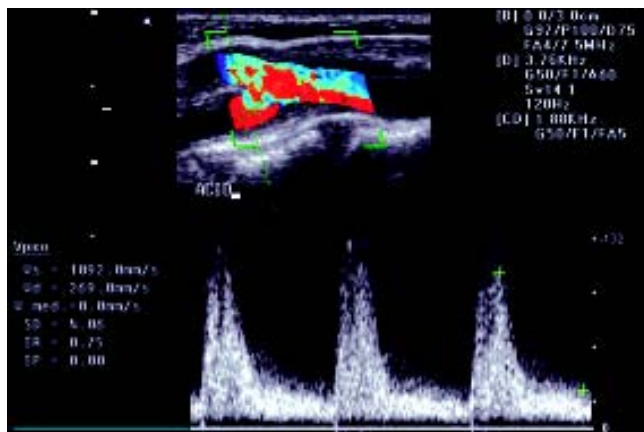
Doppler tríplex carotídeo. Se observa aumento de la velocidad de pico sistólico posterior a la estenosis de la arteria carótida interna.
